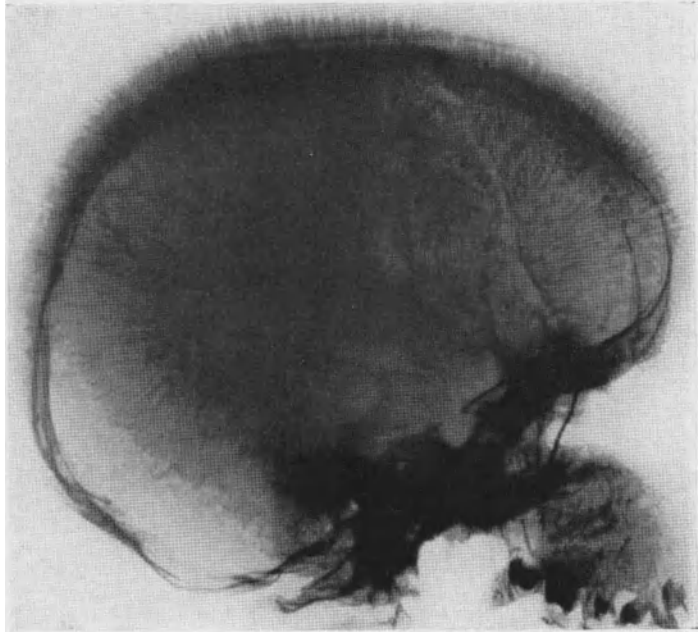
Höchst charakteristisches Röntgenbild des Schädels bei COOLEY-Anämien. Vorgeschrrittenes Stadium der Krankheit. Zahllose stachelförmige Trabekel senkrecht auf der Tabula interna stehend. Beobachtung von COOLEY. (Aus BATY, BLACKFAN und DIAMOND.)
